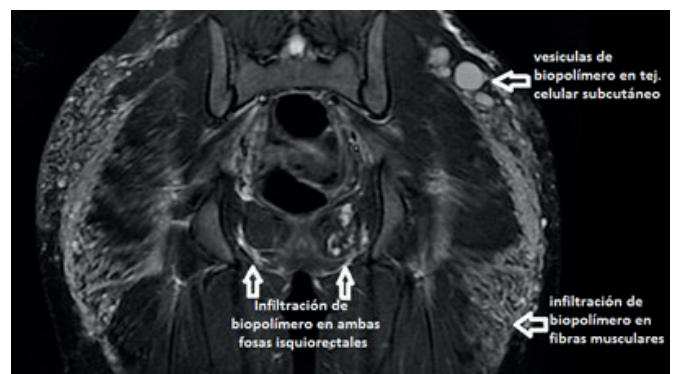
Resonancia magnética de glúteos con técnica STIR en corte coronal.
